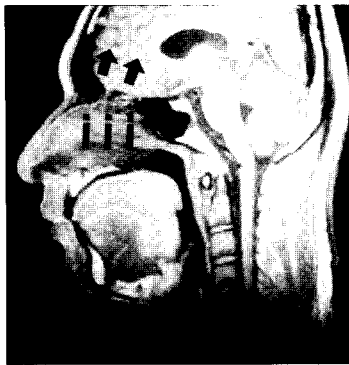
MR image of the focus "i" gathered in the nasal cavity(arrow).
